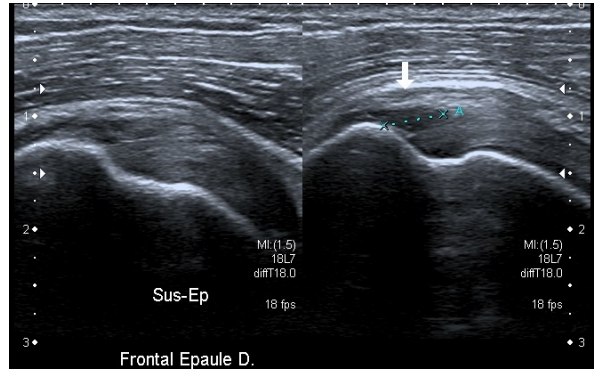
Coupe échographique coronale, désinsertion distale superficielle post-traumatique du tendon supra-épineux.
